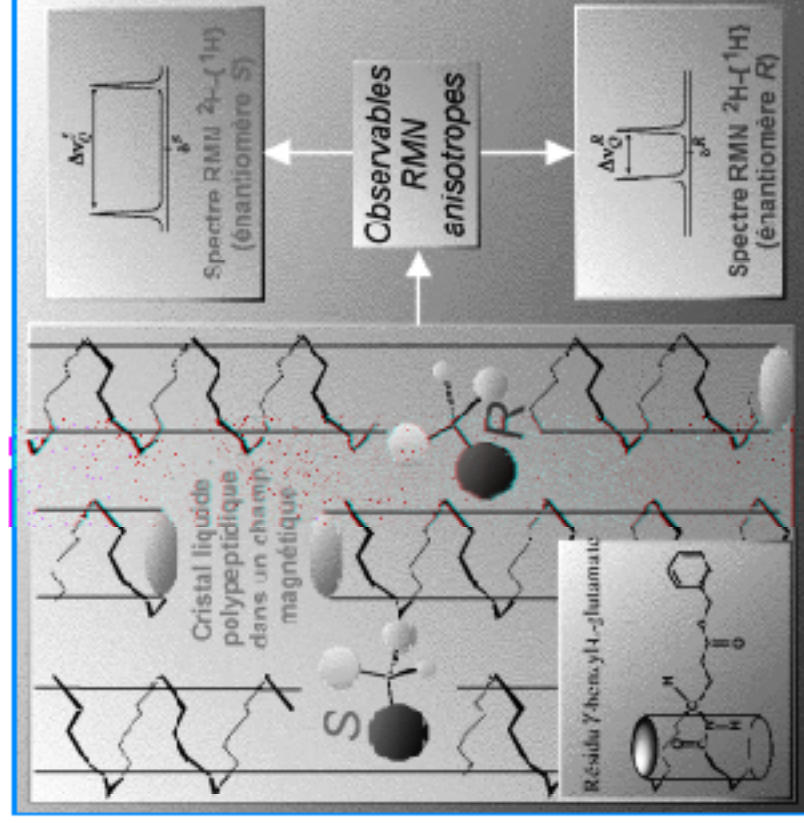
Principe de la discrimination chirale par RMN  $^2\text{H}$ - $(^1\text{H})$  en abondance naturelle dans les CLC polypeptidiques.
